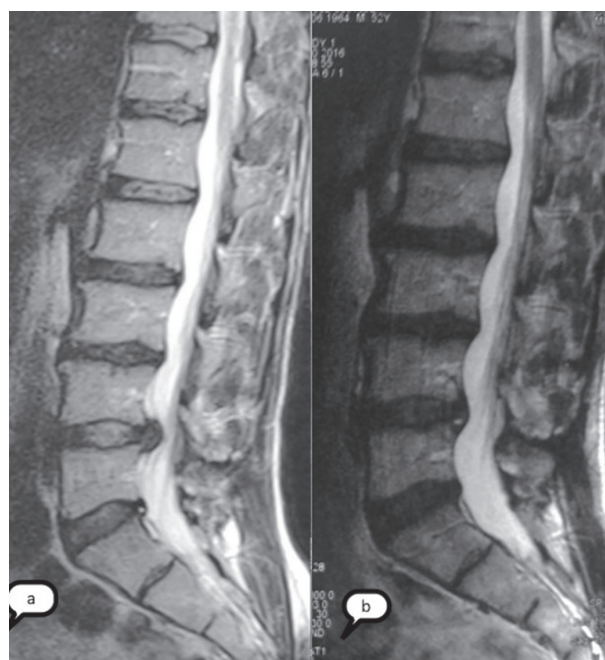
МРТ поясничного отдела пациента Р. 52 лет: а — до; б — через 9 месяцев после MBST-терапии
